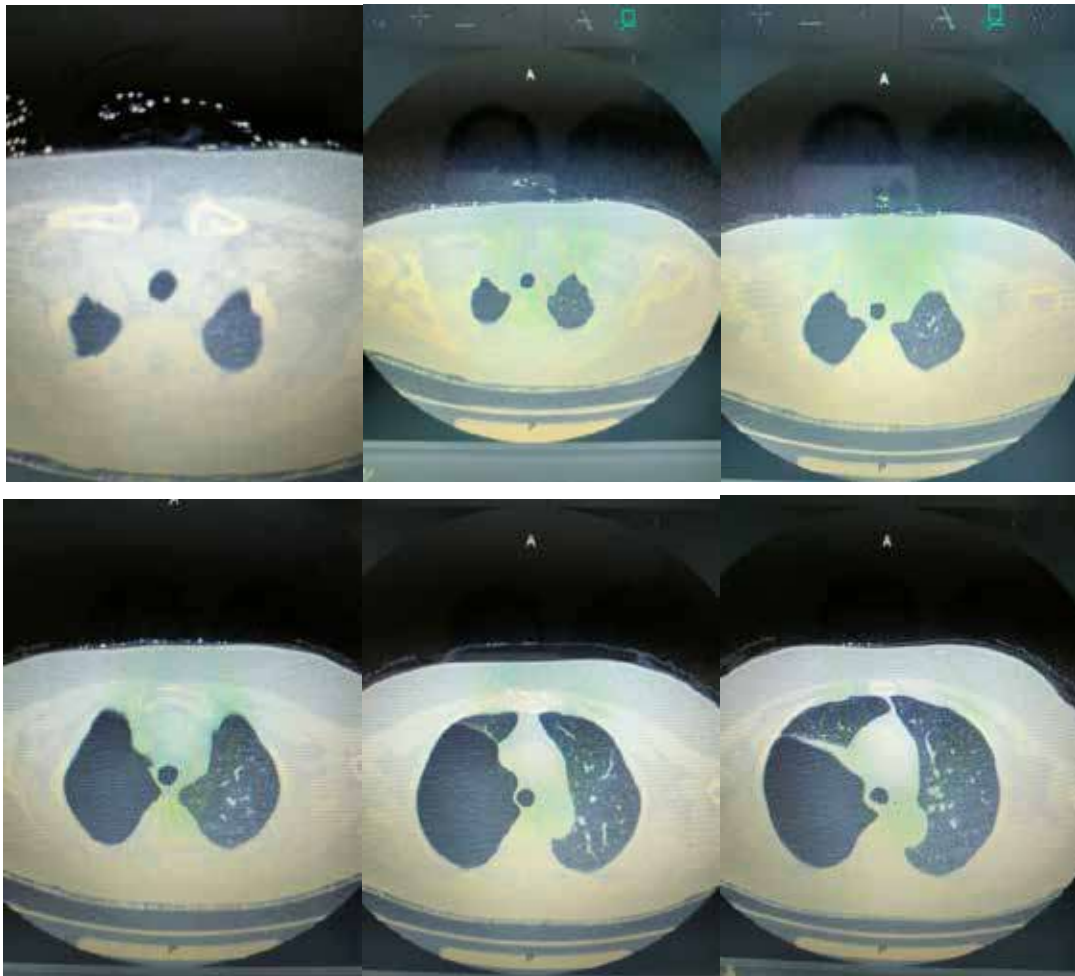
Thoracic Computed Tomography Images of the Patient.
